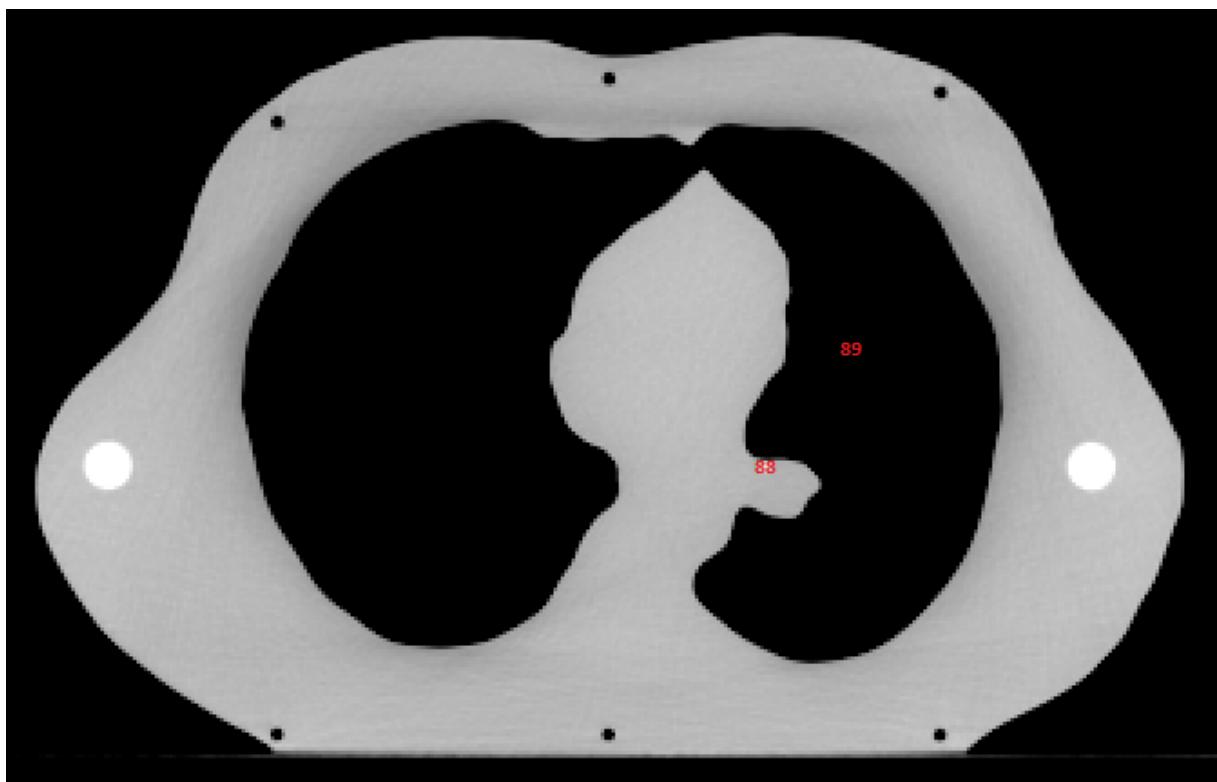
Dosimeterposisjoner CT-snitt 10 i lungefantomet.
